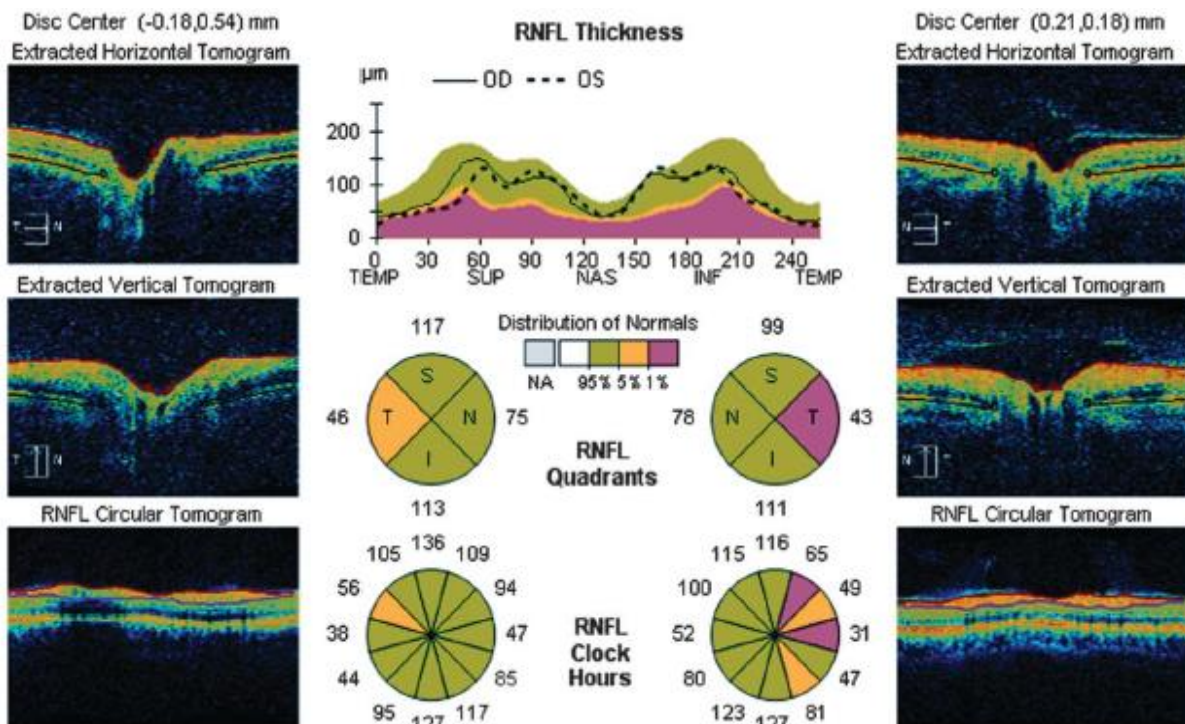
OCT afbeelding van de retina. De binnenste lagen van de retina omvatten de zenuwvezellaag (RNFL), de ganglioncellaag (GCL), de binnenste plexiforme (IPL) –en nucleaire laag (INL). Bron: <http://www.amdbook.org/content/optical-coherence-tomography-age-related-macular-degeneration>.
